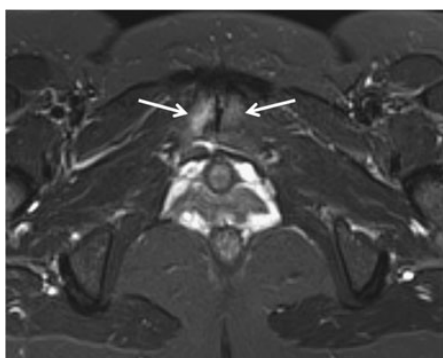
Pelvic enthesitis in a 43-year-old male with spondyloarthritis. Axial STIR MR image shows pubic symphysis enthesitis as bone marrow oedema (*arrows*)
